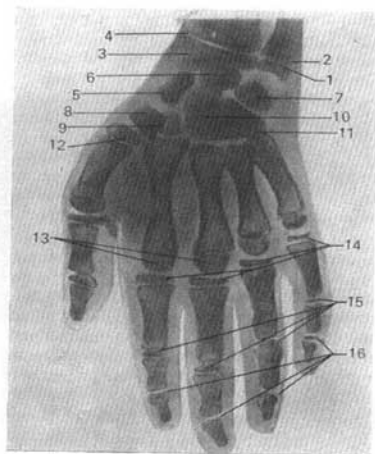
Radiografía de la mano de un niño de 9 años.
